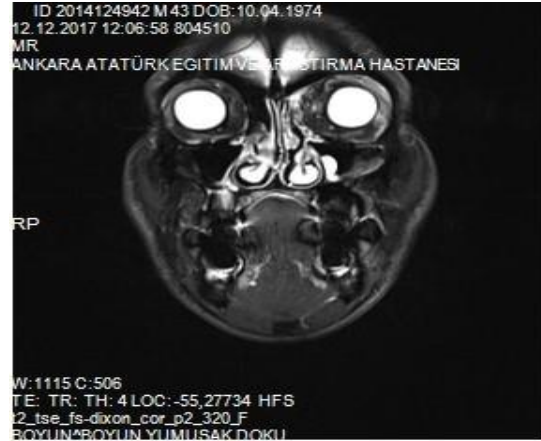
Patient's control magnetic resonance imaging
